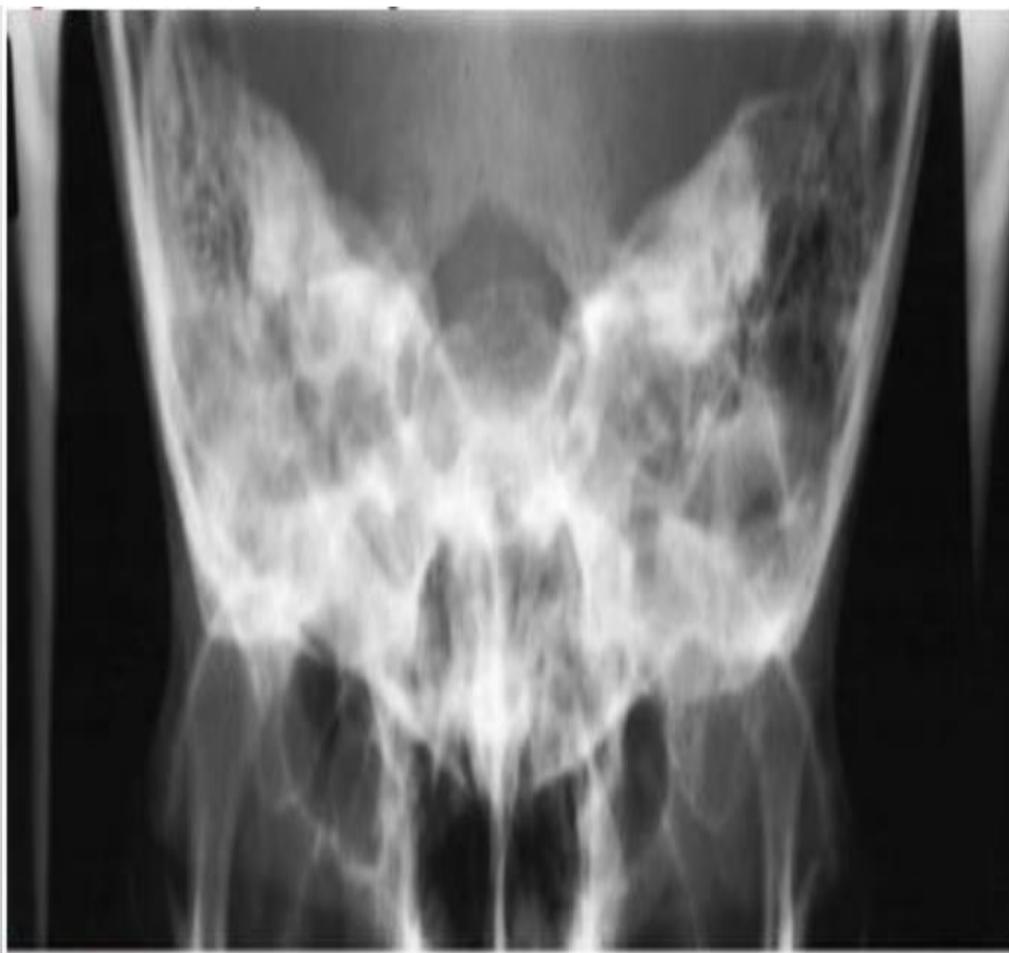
Radiograph of collimated FO 35°.
